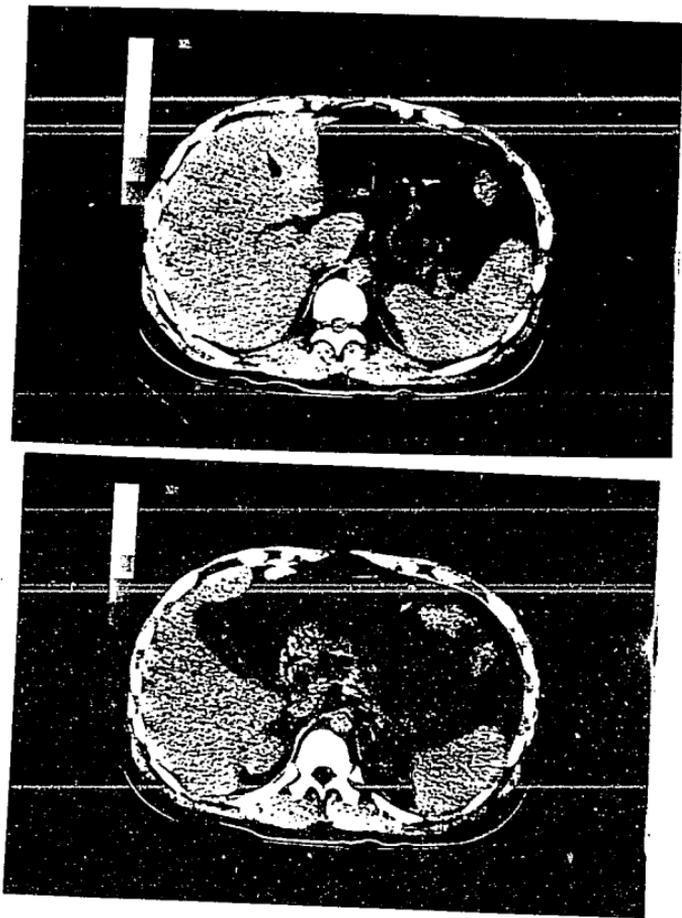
Tomografía axial computada de abdomen que muestra necrosis pancreática y colecciones peripancreáticas.
